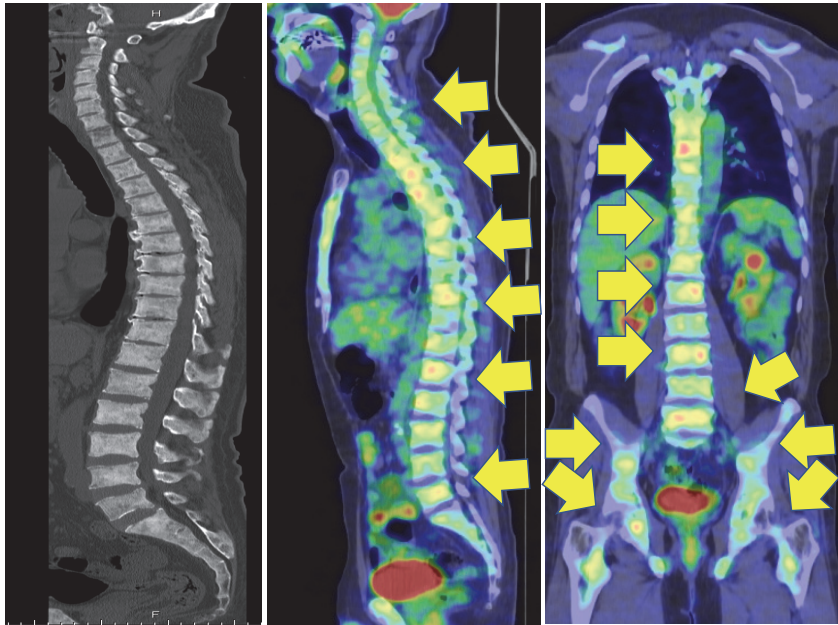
初回化学療法直前の単純CT及びPET/CT画像。
